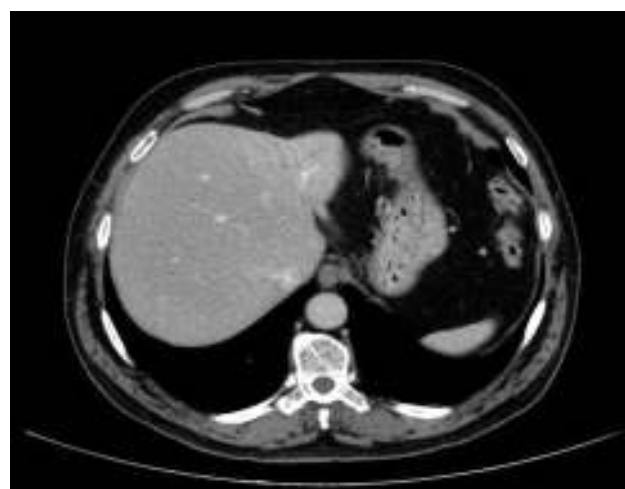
TC abdominal de control a los 6 meses. Importante disminución, casi desaparición, de la lesión en el lóbulo hepático izquierdo.
